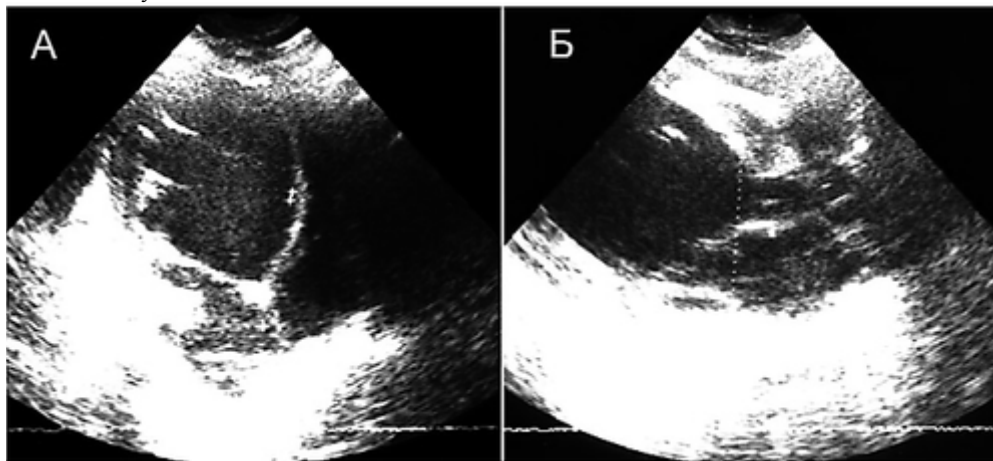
Эхокардиограмма пациента в 4-камерной проекции (А) и проекции длинной оси (Б) при аномальном отхождении левой коронарной артерии от лёгочного ствола.
